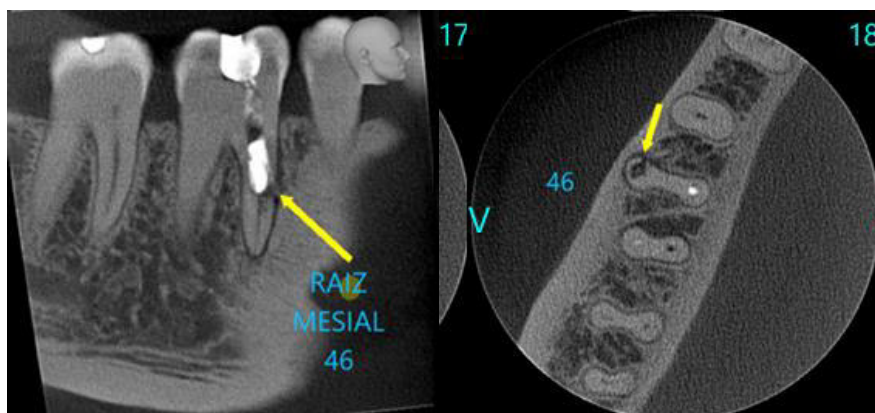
Tomografia Computadorizada de Feixe Cônico do elemento
